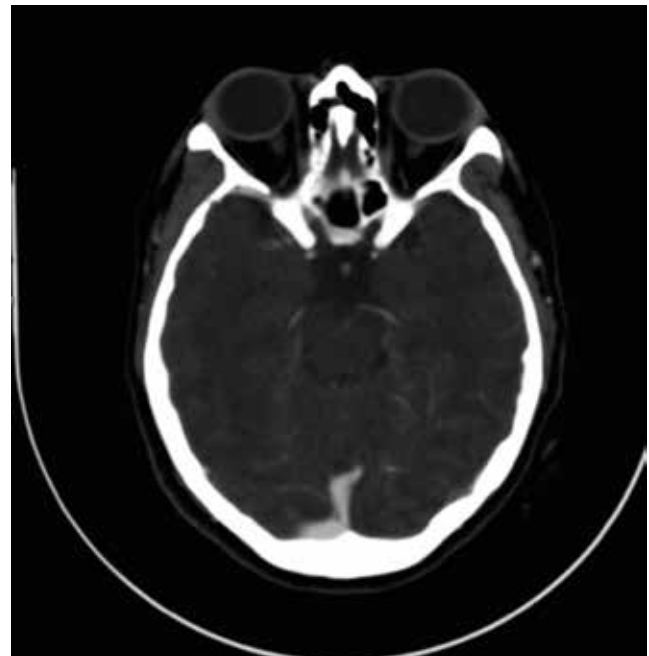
TAC de cráneo, corte axial; se observa troncamiento del seno transversal izquierdo.
